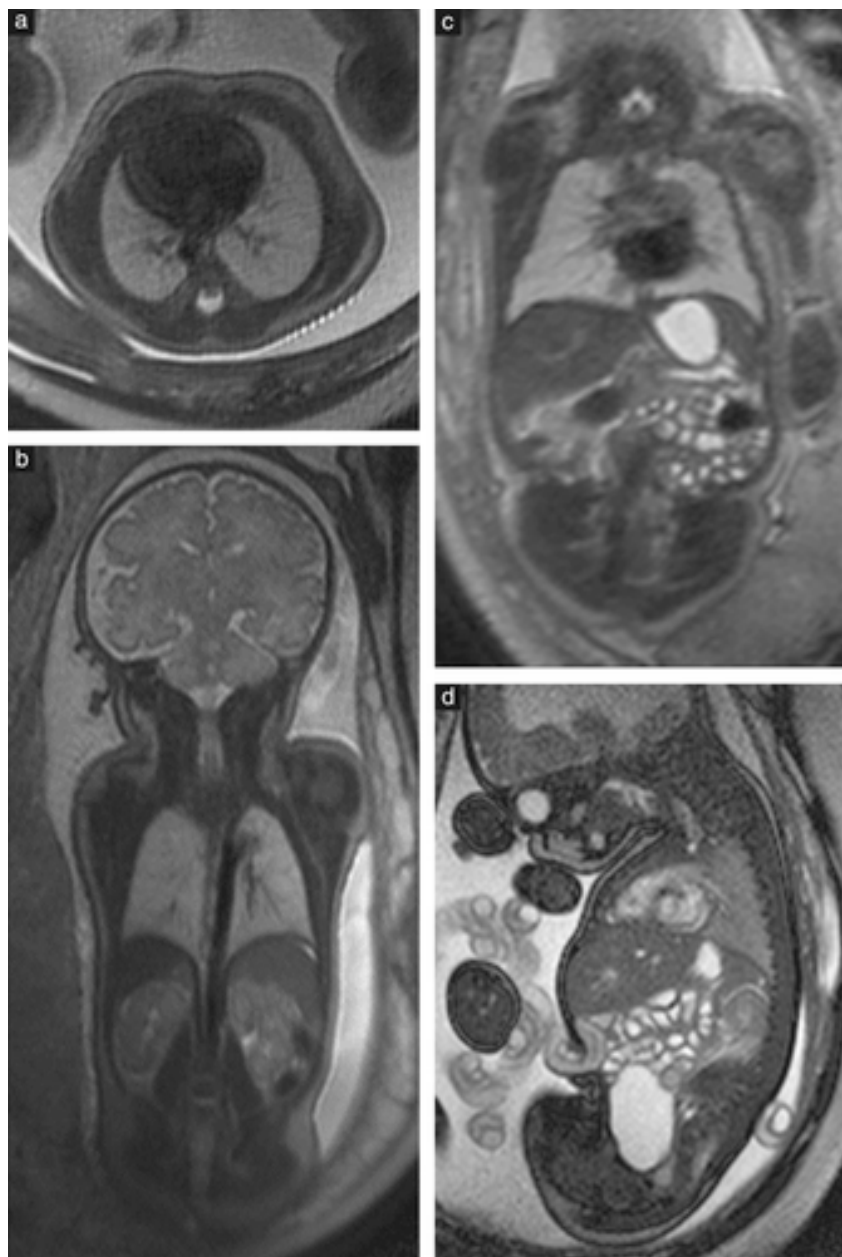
RMN de torace fetal (a,b) si abdomen fetal (c,d). (a) RMN axial T2 in ponderatie intr-un fat 34+2 saptamani, aratand un torace normal conformat si plamani cu semnal normal pantru vasrsta; (b) RMN coronal T2 in ponderatie la un fat 35+3 saptamani, aratand in plus portiuni din ficat, suprarenala si rinichi pe partea dreapta. (c) RMN coronal T2 in ponderatie intr-un fetus 32+2 saptamani, aratand stomac si anse intestinale cu continut lichidian; (d) imagine sagitala steady-state free-precession la un fat 35+6 saptamani, aratand in plus vezica urinara cu lichid. De notat hiperintensitatea cardiaca in (d), in contrast cu imaginile T2 in ponderatie (c).
